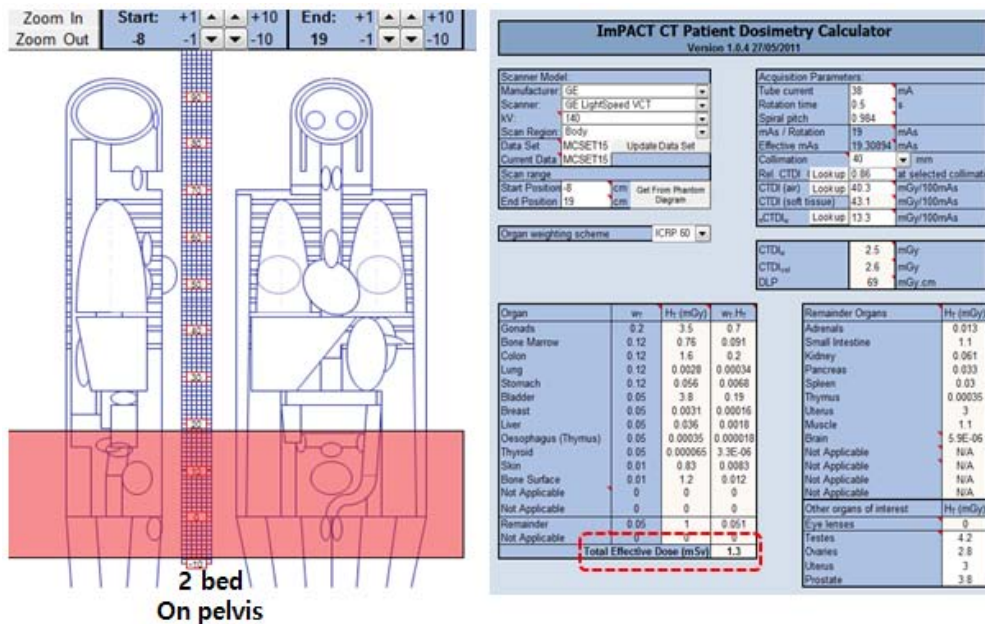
ImPACT CT Patient Dosimetry Calculator was used to calculate the radiation exposure when acquiring additional CT scan.
